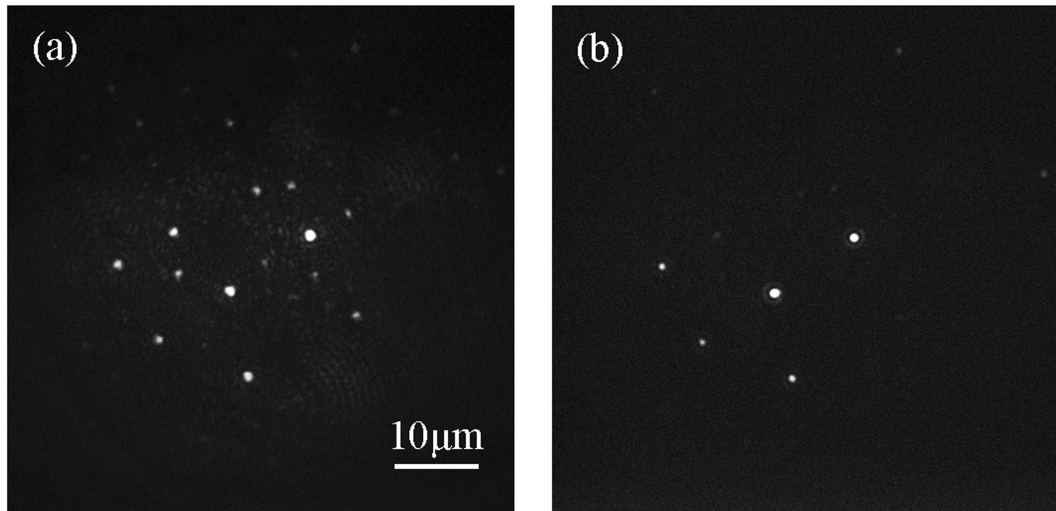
Weitfeld CARS Bilder einer Mischung aus PS- und PMMA-Kugeln. Links: Abbildung bei 2940 cm^{-1} , der aliphatischen CH_3 -Streckschwingung. Rechts: Abbildung bei 3050 cm^{-1} , der aromatischen CH -Streckschwingung. Die PMMA-Kugeln sind nur bei Anregung der aliphatischen Streckschwingung zu sehen. Es handelt sich somit um resonante CARS Bilder. Entnommen aus^[162]
